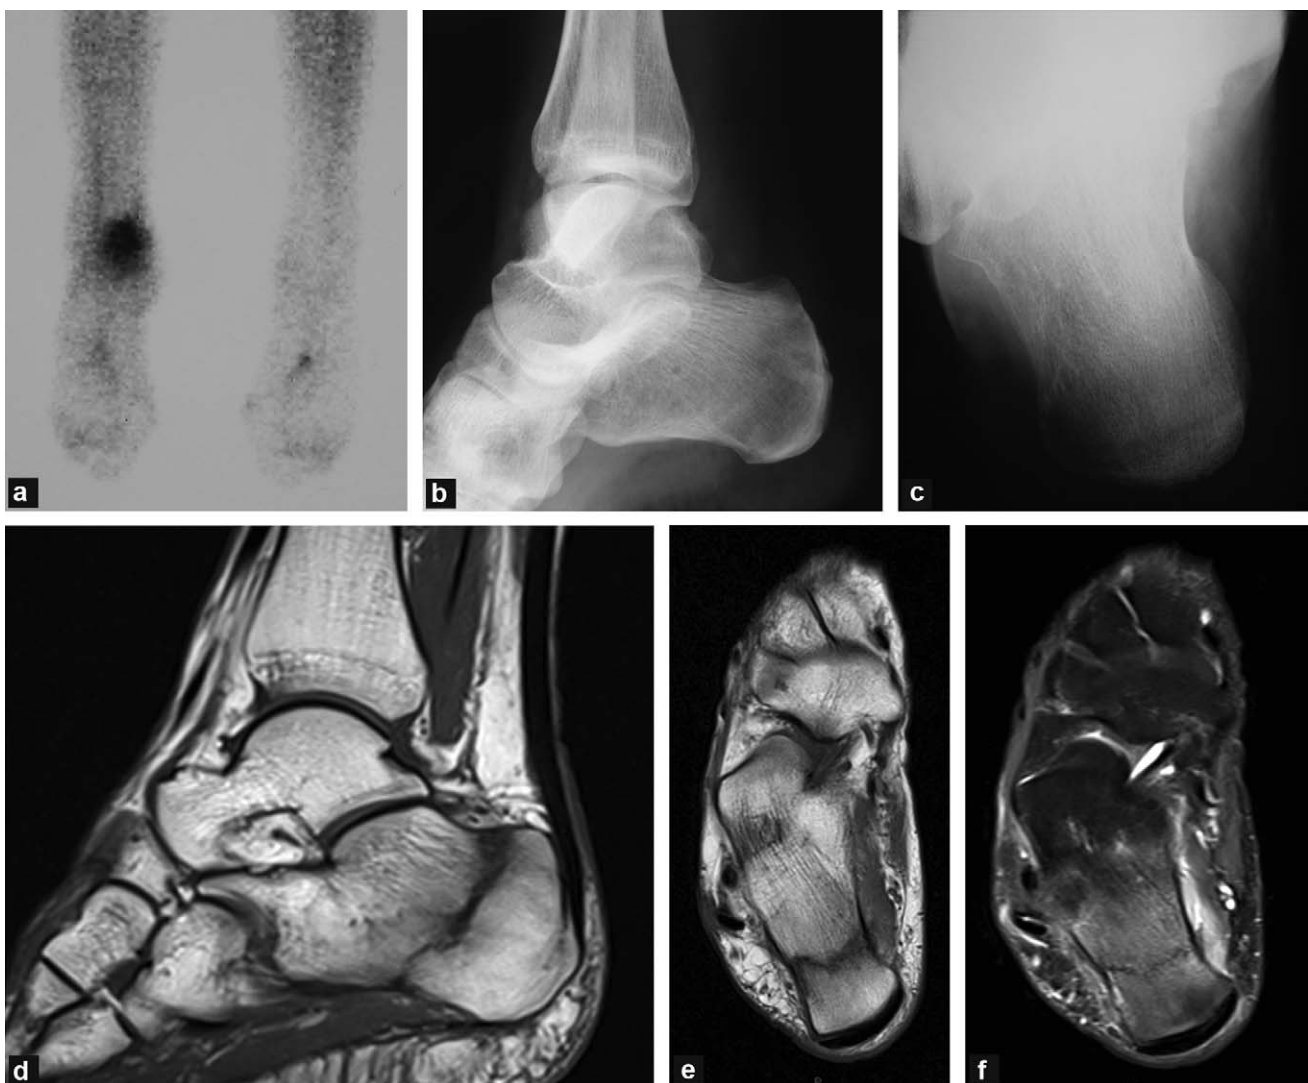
Fracture de fatigue du calcaneus chez une femme de 40 ans, vendeuse, durant la période des soldes. a : scintigraphie au ^{99m}Tc . Il existe une hyperfixation intense du calcaneus ; b : radiographie de profil réalisée dix jours avant la scintigraphie. La tubérosité calcanéenne est de densité hétérogène sans fracture évidente ; c : radiographie, incidence rétrotibiale réalisée dix jours avant la scintigraphie. Solution de continuité complète du calcaneus ; d : IRM, image sagittale T1 ; e : IRM, séquence axiale T1 ; f : IRM, image sagittale en densité de protons avec saturation du signal de la graisse. Fracture complète du calcaneus avec une ligne perpendiculaire à l'axe des travées principales. Œdème de l'os et des tissus mous.
